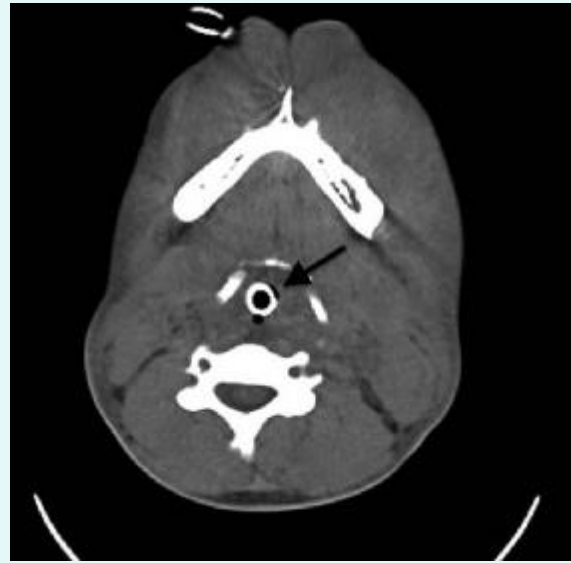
Axial computerized tomography of the hypopharynx after orotracheal intubation. The arrow shows how the airway is compromised in its entirety and how the tube maintains its patency.
